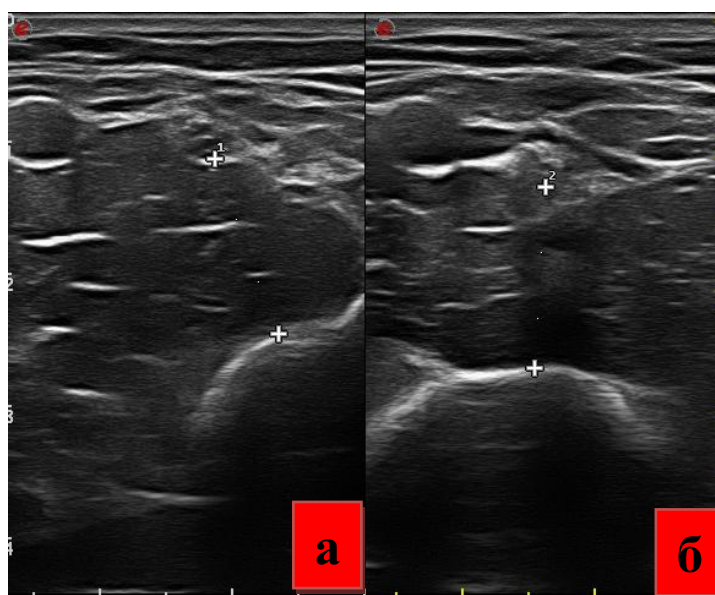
Расстояния от срединного нерва до плечевой кости на уровне 5 см выше суставной щели: а – при сгибании в локтевом суставе на 90° , б – при разгибании в локтевом суставе на 180° (УЗИ)
